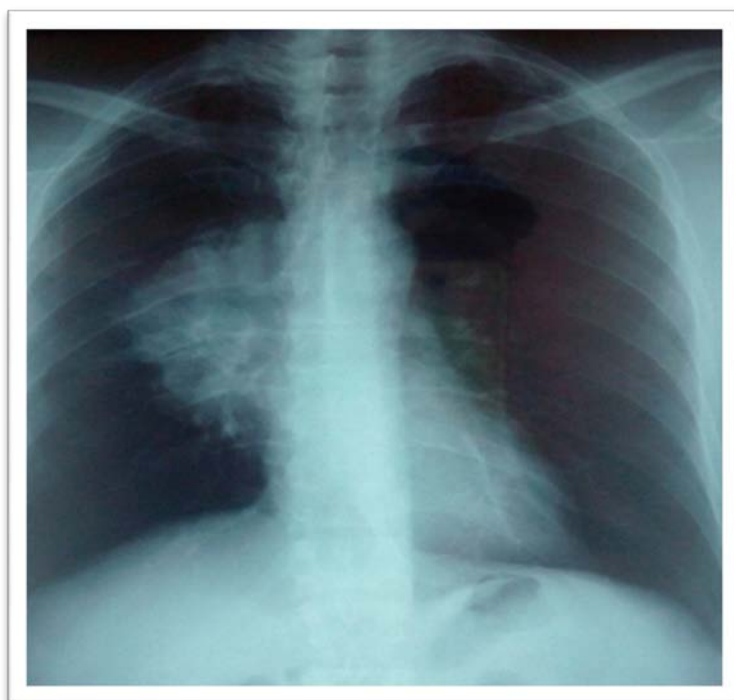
radiographie thoracique de face montrant une opacité para hilaire droite
